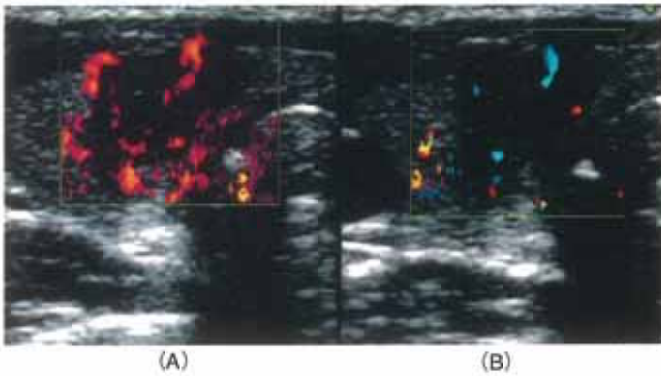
31-year-old woman with papillary carcinoma. Transverse scan shows a poorly defined hypoechoic mass. Power Doppler imaging (A) depicted more tumor vessels than color Doppler imaging (B).
